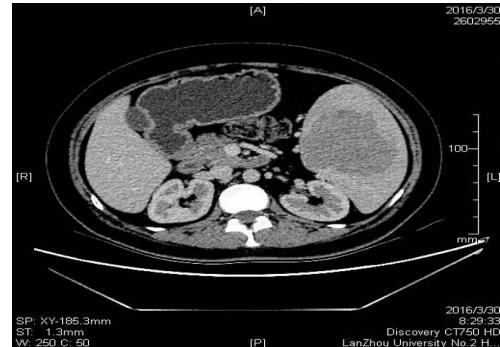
CT 示脾脏肿大,脾脏中下极稍低密度影为脾脏硬化性血管瘤样结节性转化
